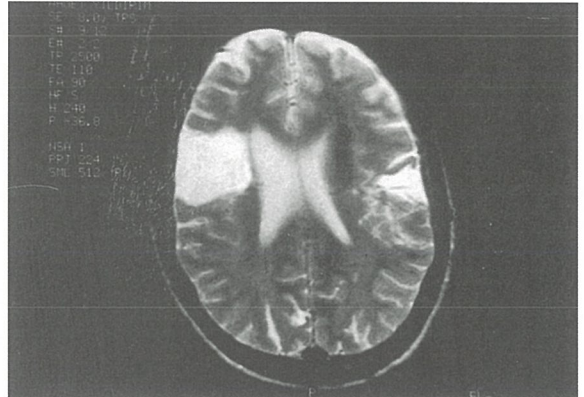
MRG, T1, aksiyal kesit
